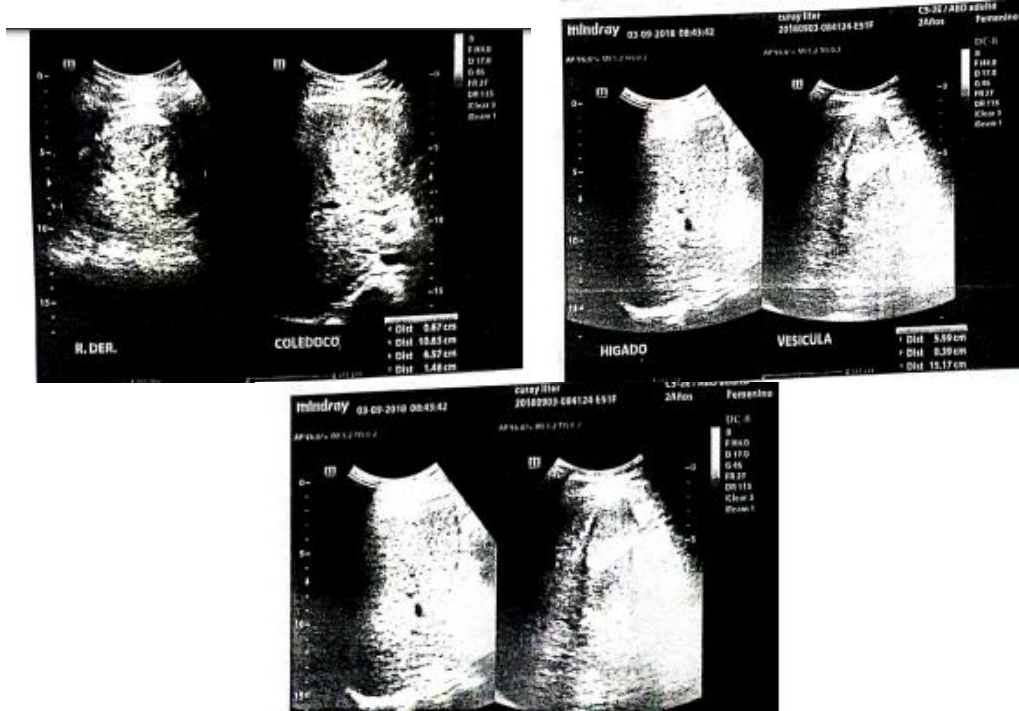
ecografía abdominal
